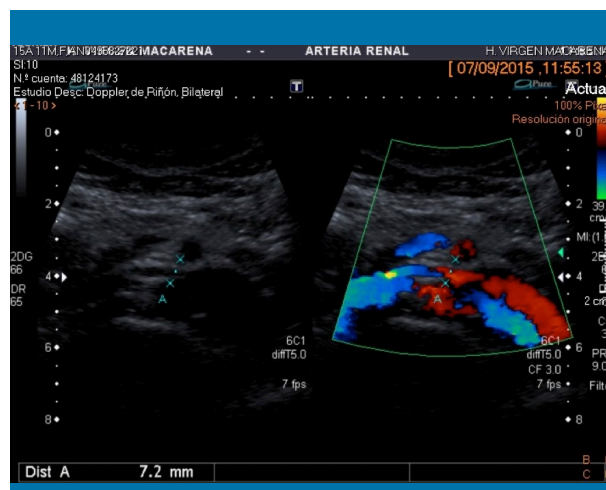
Distancia entre la aorta (Ao) y la arteria mesentérica superior (AMS) en el nivel de VRI cruzando la pinza. 7,2 mm. Por tanto, disminuida. ARD: arteria renal derecha; ARI: arteria renal izquierda. Cortes transversales. Izquierda: modo B; derecha: Doppler color
